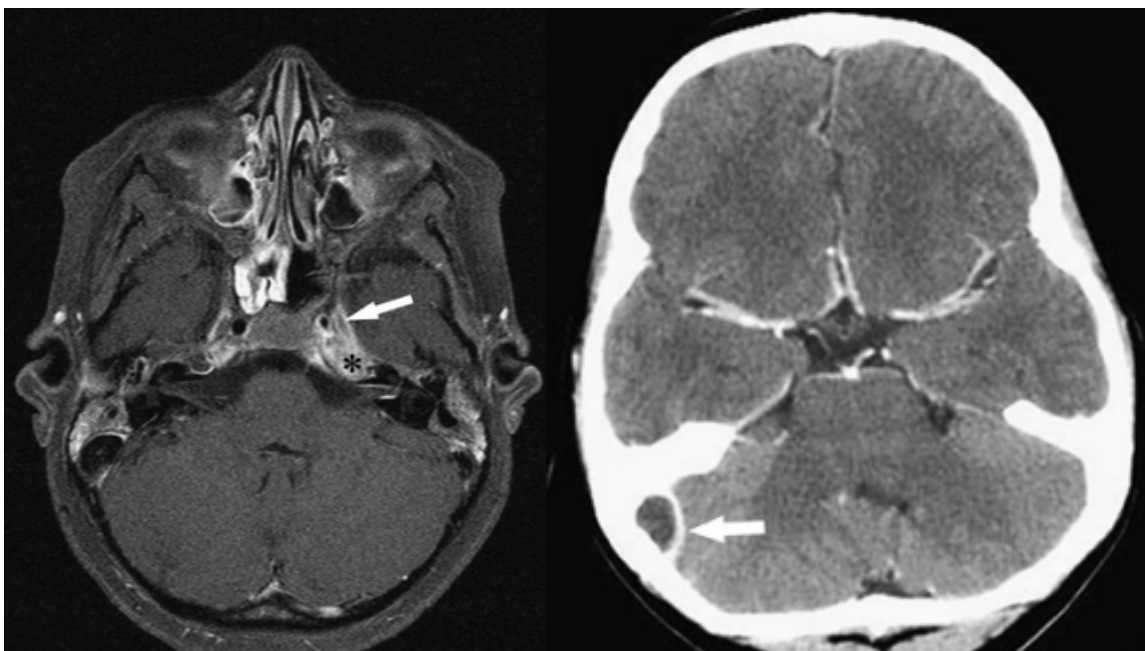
Coupes axiales d'imagerie cérébrale montrant des thromboses des sinus veineux (Gauche : IRM en séquence T1 montrant une Thrombose du Sinus Caverneux gauche / Droite : TDM montrant une Thrombose du Sinus Transverse droit) (89).
